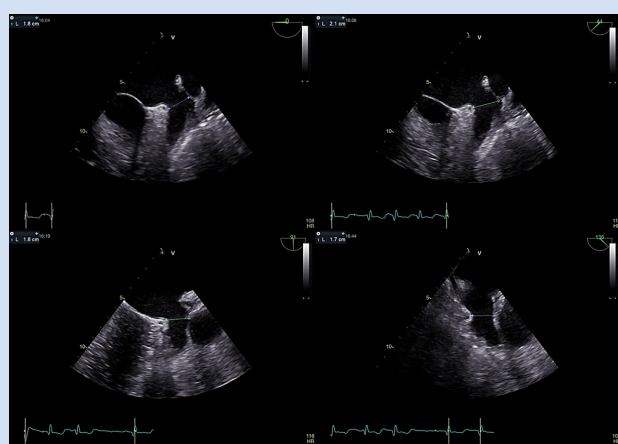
Чреспищеводная эхокардиография у пациента А. с измерением диаметров основания УЛП в четырех стандартных позициях (0°, 45°, 90° и 135°). Максимальный диаметр основания УЛП составил 21 мм, что соответствует рекомендуемому диаметру окклюдера Watchman 24 мм
